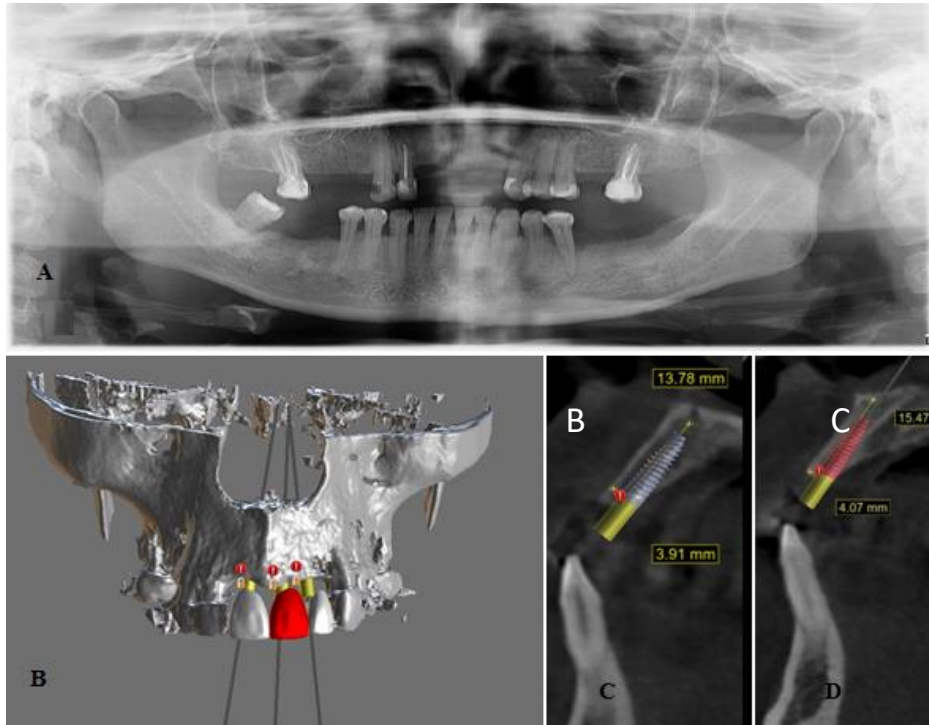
A. Radiografía Panorámica. B. Reconstrucción 3D, planificación implantológica digital de zona anterior para colocación implantes dentales Nº11 y 22. C. Corte sagital con medidas del ancho de cresta alveolar 3,91 mm y largo de cresta alveolar 13,78 mm, con colocación simulada de implante Nº 22. D. Corte sagital con medidas del ancho de cresta alveolar 4,07 mm y largo de cresta alveolar 15,47mm, con colocación simulada de implante Nº 11.
